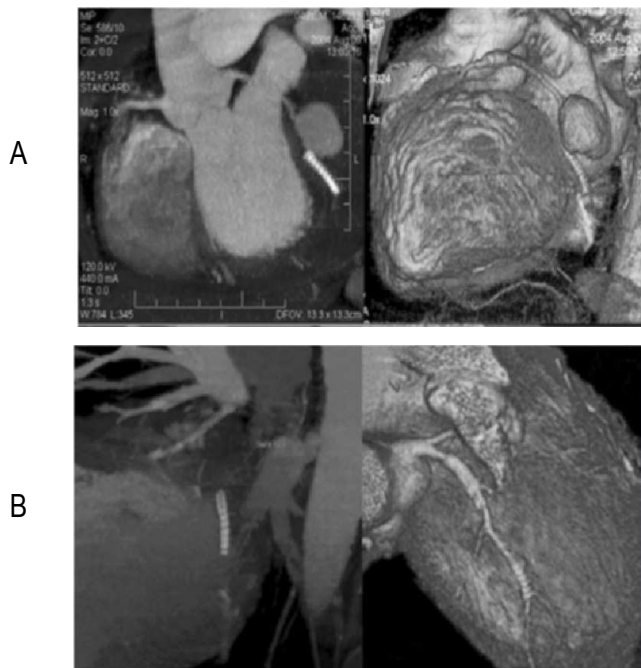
Angio-TAC que evidencia gran dilatación aneurismática en el segmento proximal de la arteria circunfleja previo al *stent*.
